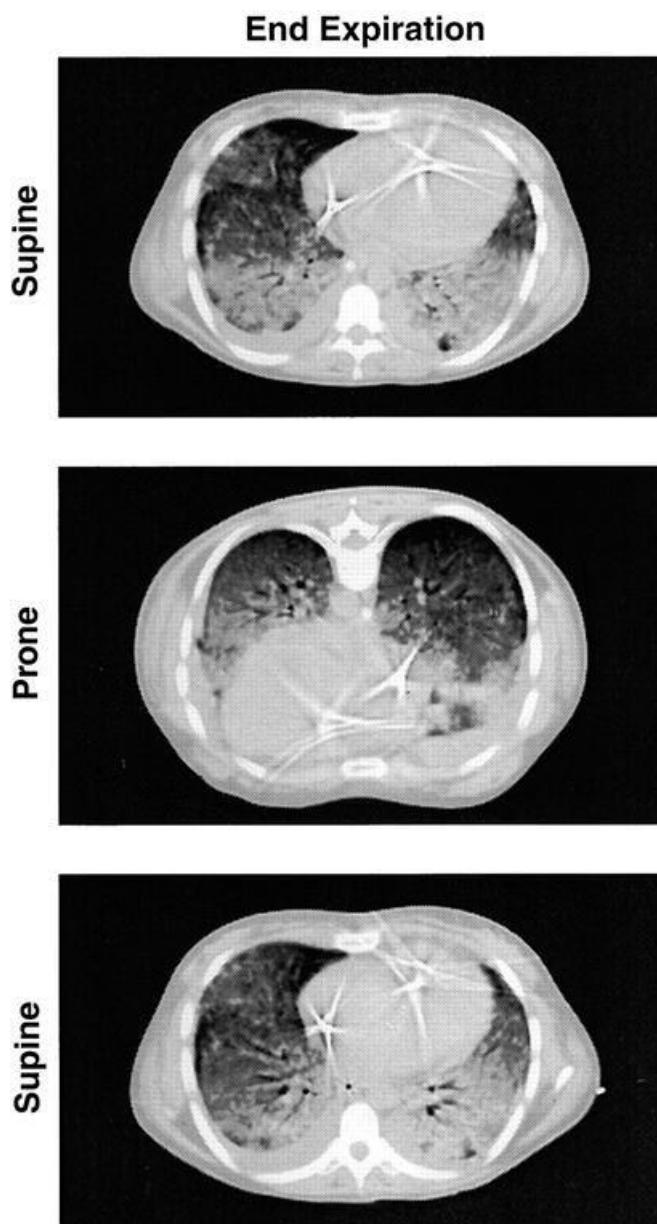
TC del polmone ARDS in posizione supina (superiore), prona (centrale) e ritorno in posizione supina (inferiore) [14].
